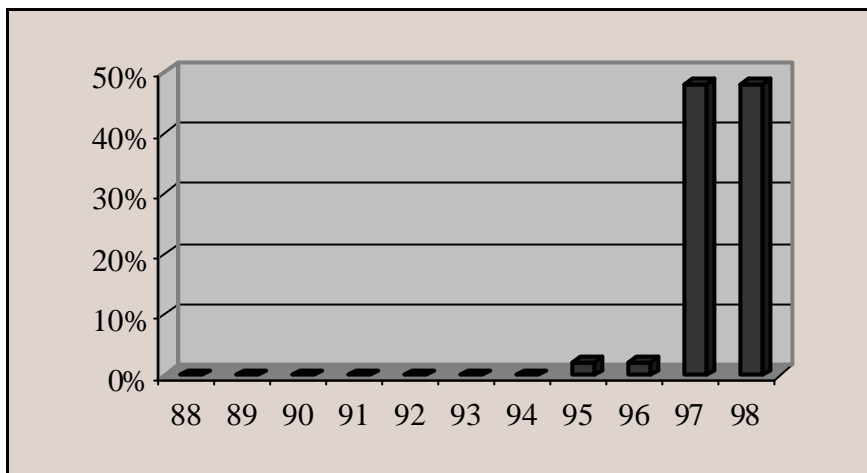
Häufigkeit der Anwendung des Spiral-CT von 1988 bis 1998 (n=124).
